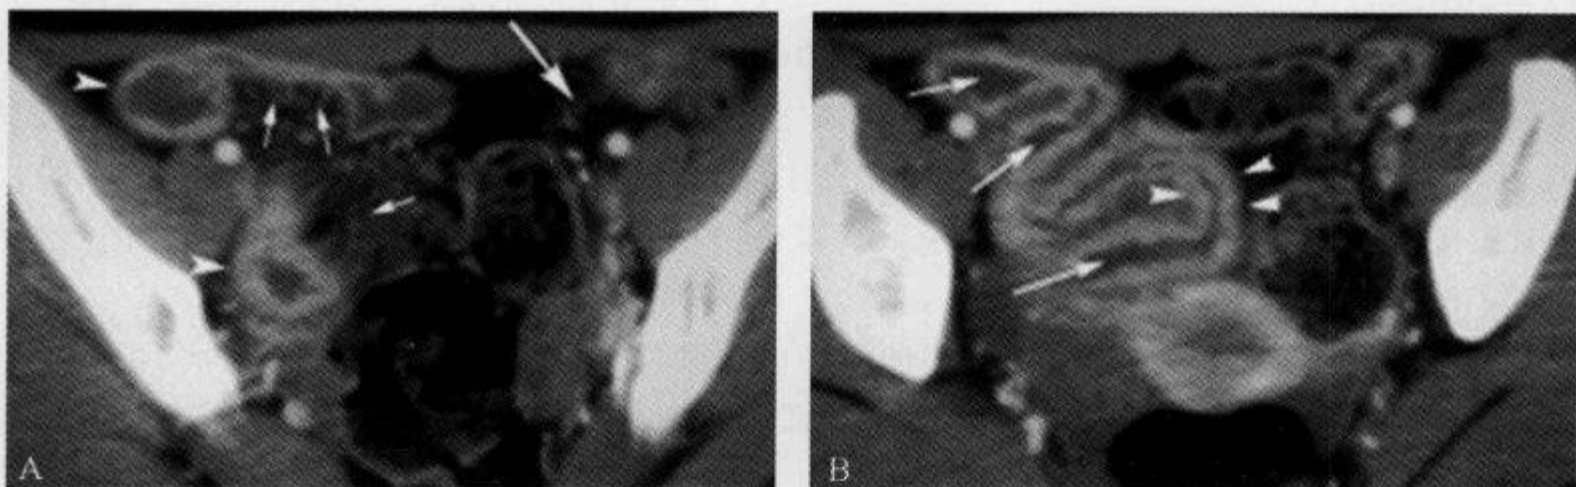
克罗恩病,横断位 CT 扫描示“梳齿征”
